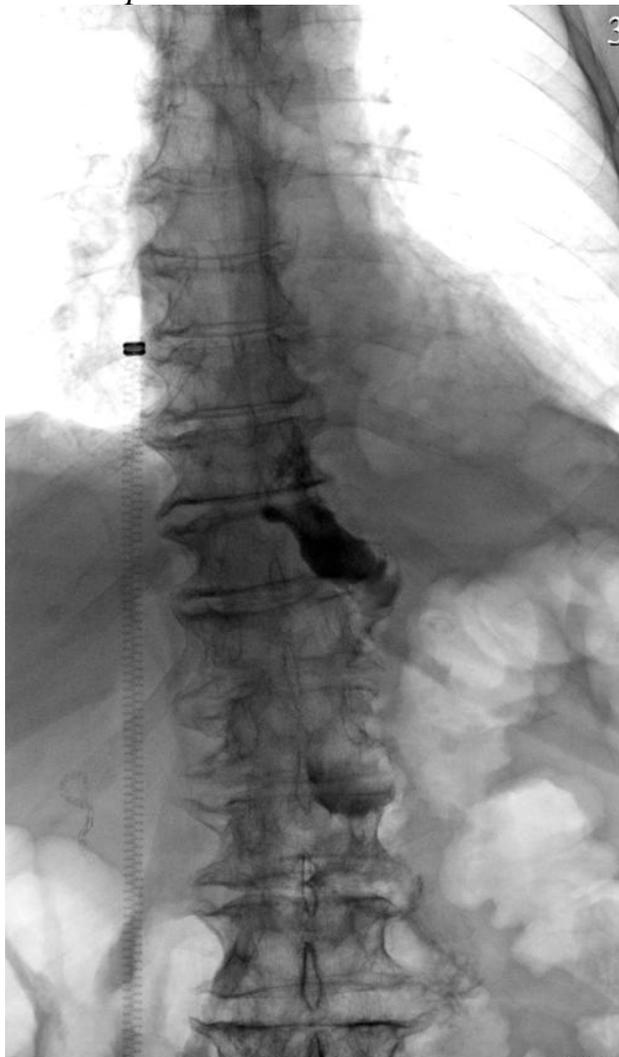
Контрольная рентгенография пищевода (5-ые п/о сутки). Пищеводно-кишечный анастомоз состоятелен.
